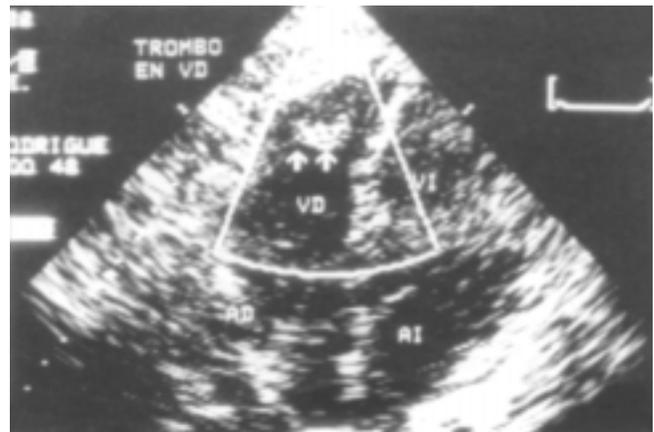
Ecocardiograma bidimensional en el que se observa trombo en ventrículo derecho.
